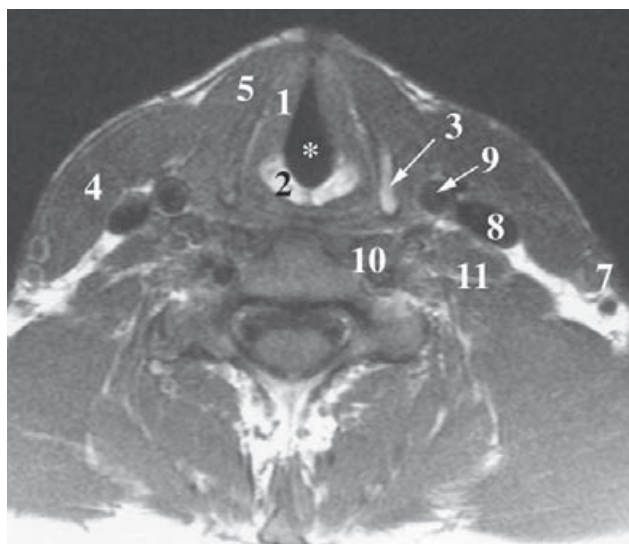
RM axial del cuello a nivel de la glotis. 1) Cuerda vocal; 2) aritenoides; 3) lámina tiroidea; 4) m. esternocleidomastoideo; 5) m. esternohioideo; 6) m. omohioideo; 7) vena yugular externa; 8) vena yugular interna; 9) arteria carótida común; 10) musculatura prevertebral; 11) músculos escalenos anterior y medio. Glotis (asterisco).
